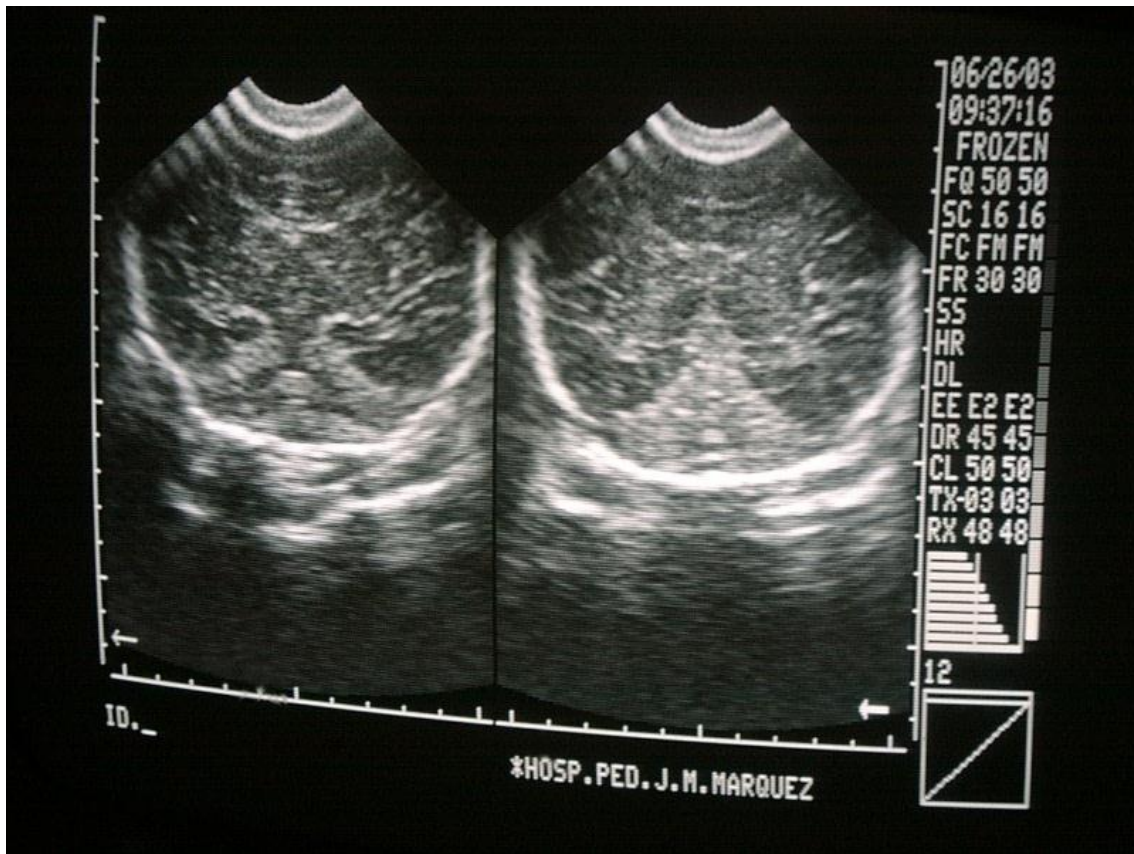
USG posterior inmediato al tratamiento
